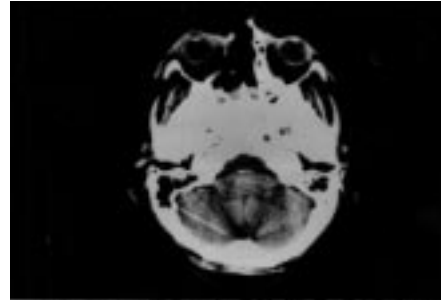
Tomografía axial computerizada tras cirugía. Se observa exéresis del maxilar superior, de todo el paladar y etmoides derecho, con afectación de la órbita derecha.
